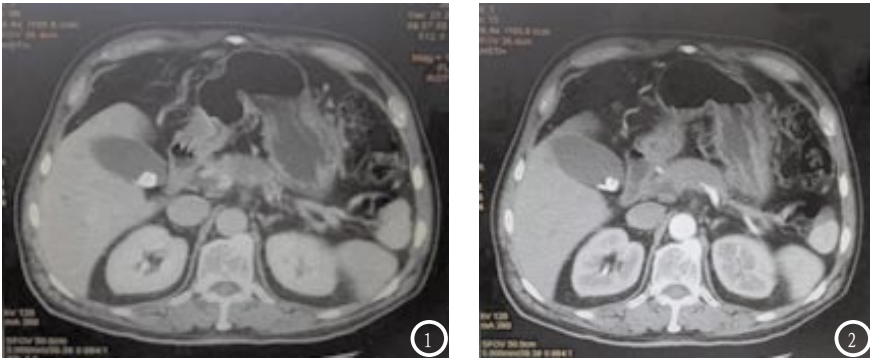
胰腺癌的多层螺旋CT扫描，图1：平扫；图2：增强扫描。
